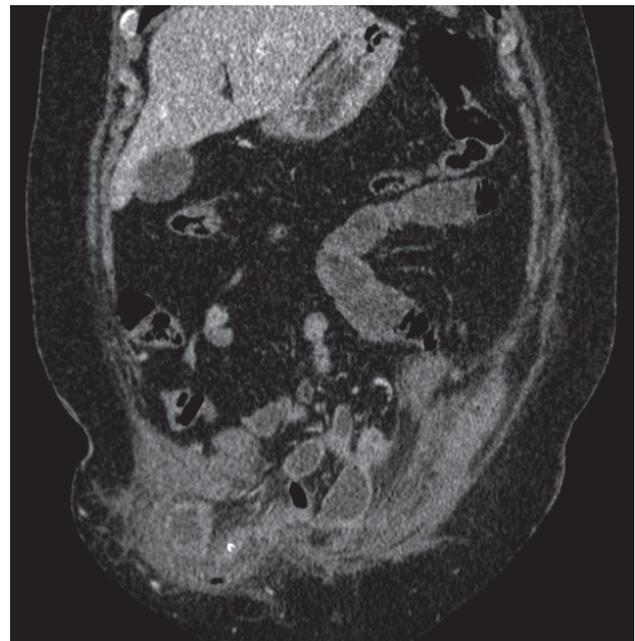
Corte coronal de TAC de abdomen y pelvis que en región inferior derecha muestra asa intestinal herniada con punto blanquecino en medio de un asa. Se observan también partes de asas intraabdominales dilatadas.
